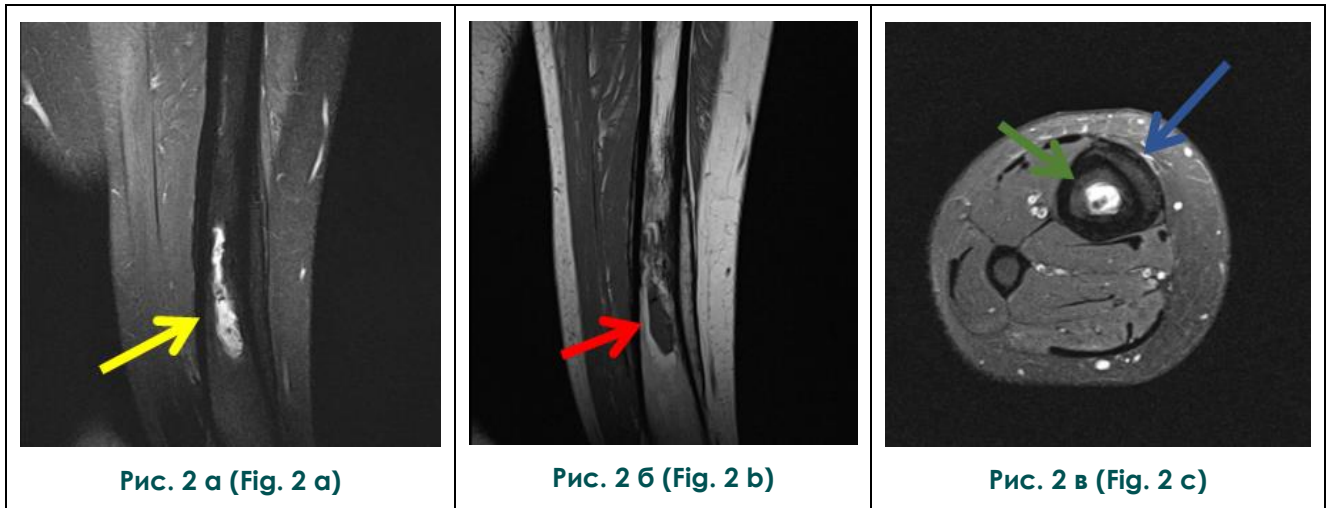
МРТ средней и нижней трети правой голени.
